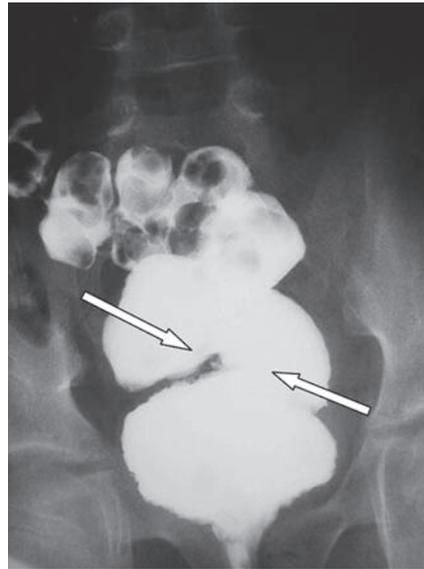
clister opaco (radiografia de abdome em AP; grande megacólon por retenção de fezes em criança de 13 anos com queixa de diarreia crônica)
